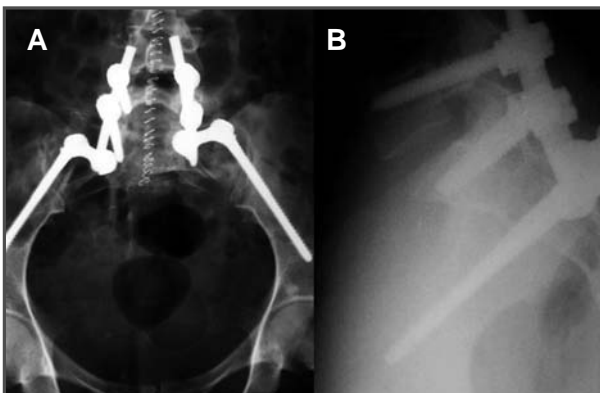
Radiografías anteroposterior (A) y lateral (B) tras la intervención quirúrgica.
